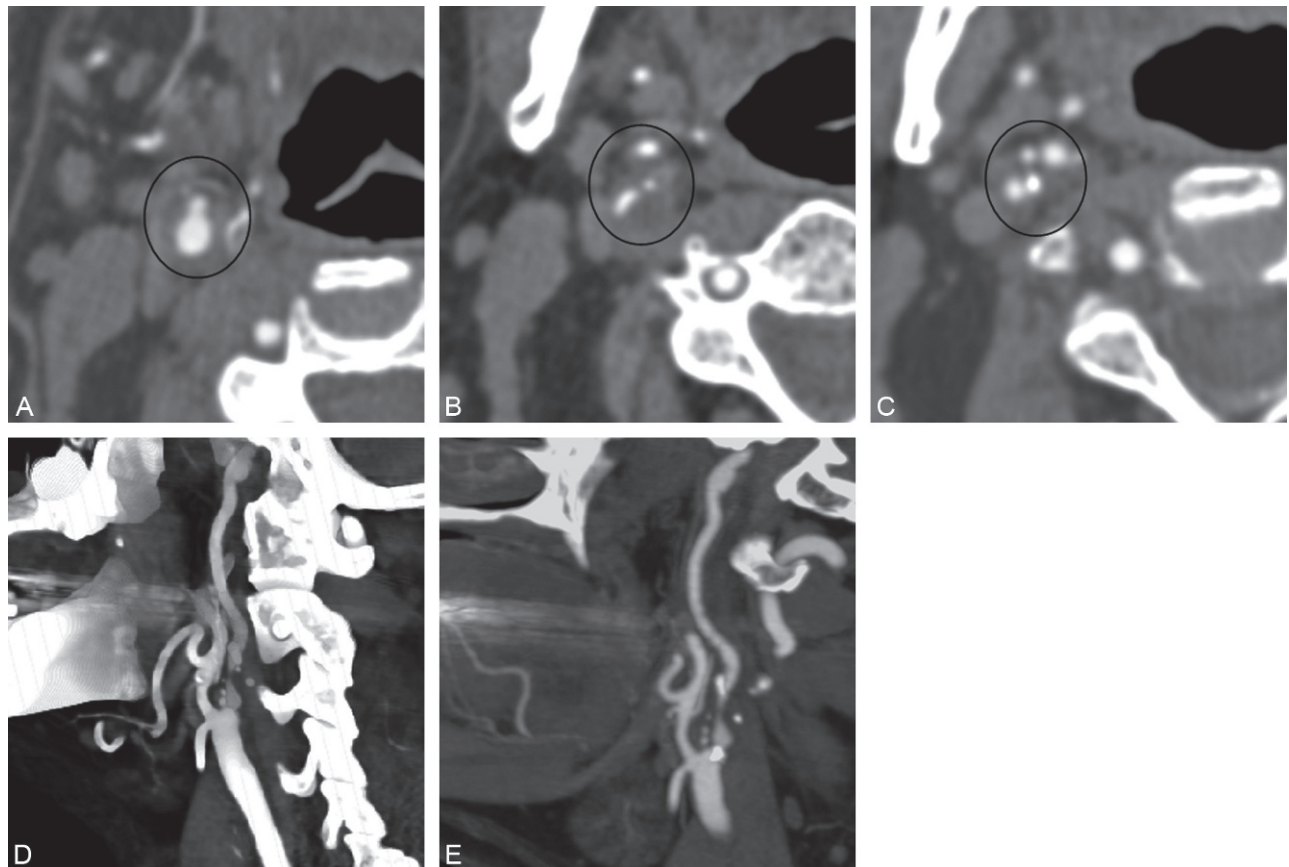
Angio-TDM des troncs supra-aortiques dans le bilan d'une sténose pré-occlusive de la carotide interne droite. A à C : Coupes axiales sur la bifurcation carotidienne droite. D : Reconstruction mode VRT. E : Reconstruction mode MIP.
